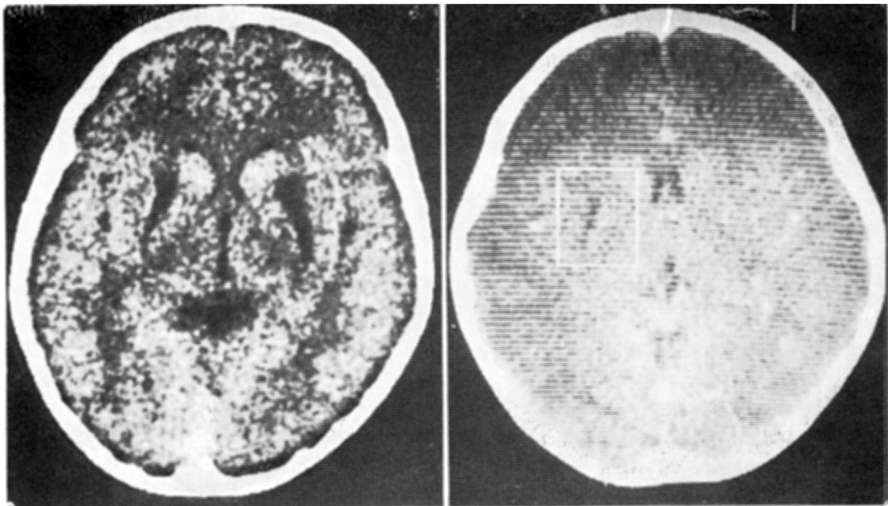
À esquerda, caso A.N.M.: tomografia computadorizada de crânio, mostrando lesão hipotenuante na região do putâmen bilateralmente. À direita, caso M.M.: tomografia computadorizada de crânio, mostrando lesão hipotenuante na região dos gânglios da base à esquerda.
